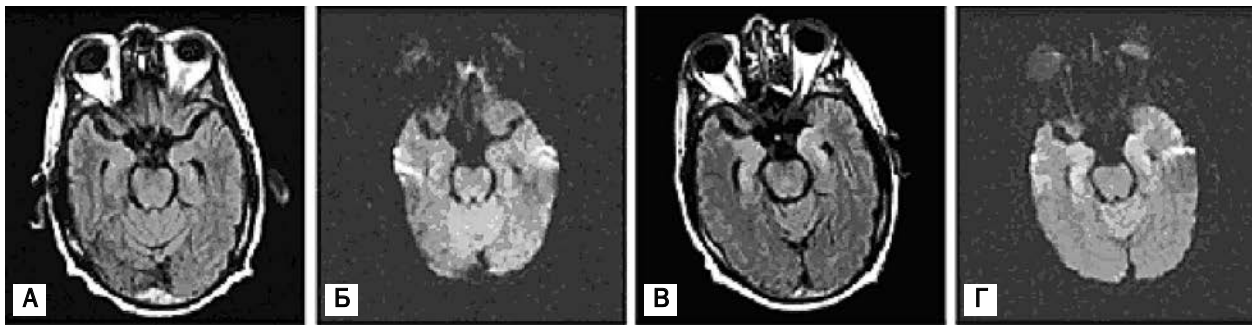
МРТ у FLAIR (А, В) і ДЗ (Б, Г) режимах в аксіальній проекції головного мозку пацієнта 29 років з фокальним скроневим енцефалітом HHV-6-етіології
